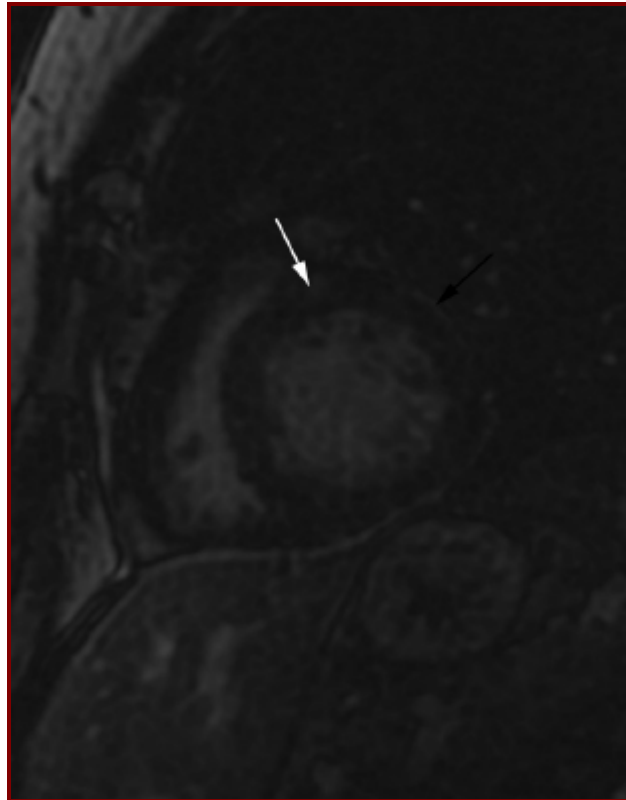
IRM cardiaque. Séquences de rehaussement tardif en petit axe : prise de contraste intramyocardique antéroseptale nodulaire (flèche blanche) associée à une prise de contraste linéaire sous-épicaire (flèche noire). [38]
